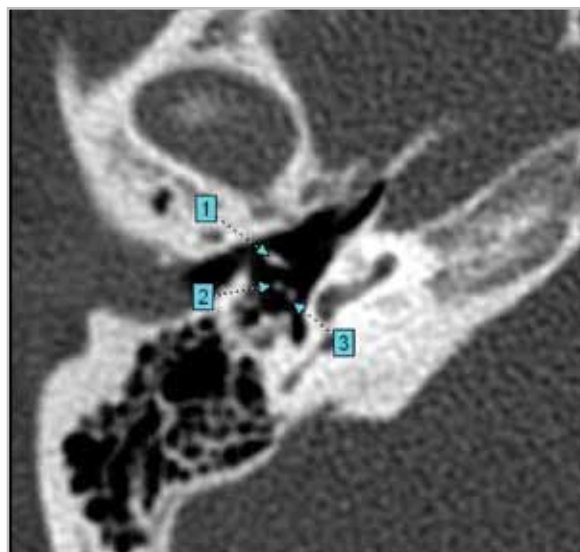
Мультиспиральная компьютерная томограмма височной кости, аксиальный срез: две точки, видимые позади шейки молоточка (1) в мезотимпануме, представлены чечевицеобразным отростком (2) и головкой стремени (3), формирующие наковально-стременной сустав
